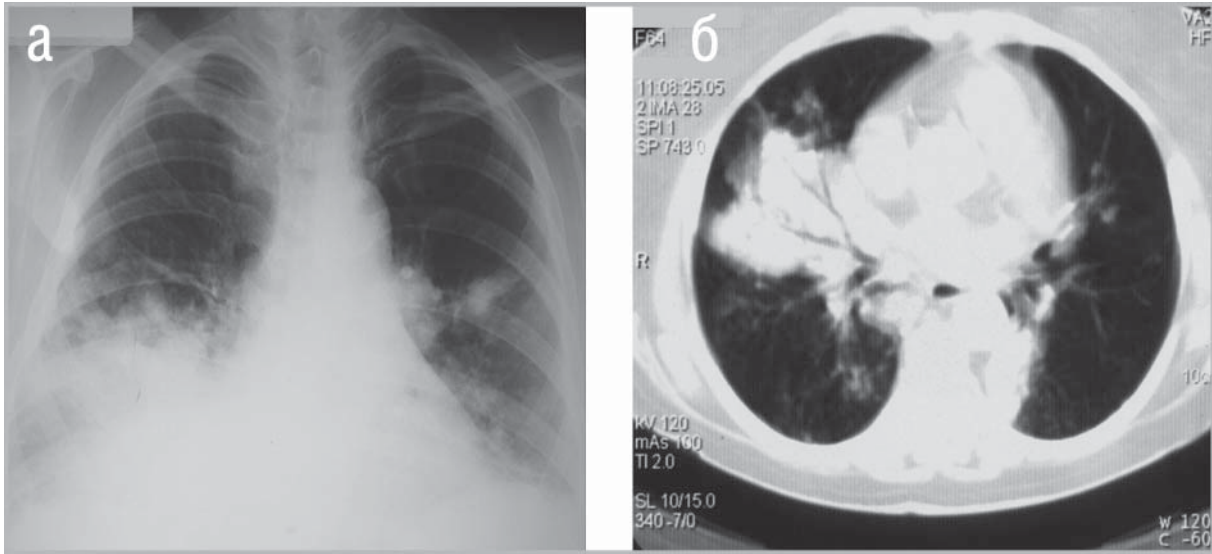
Ограниченные процессы. Массивная зона инфильтрации в средней и прилежащих отделах нижней доли правого легкого. Визуализация в толще инфильтрации воздушных просветов бронхов. а – Обзорная рентгенограмма. б – РКТ. Легочное окно.
